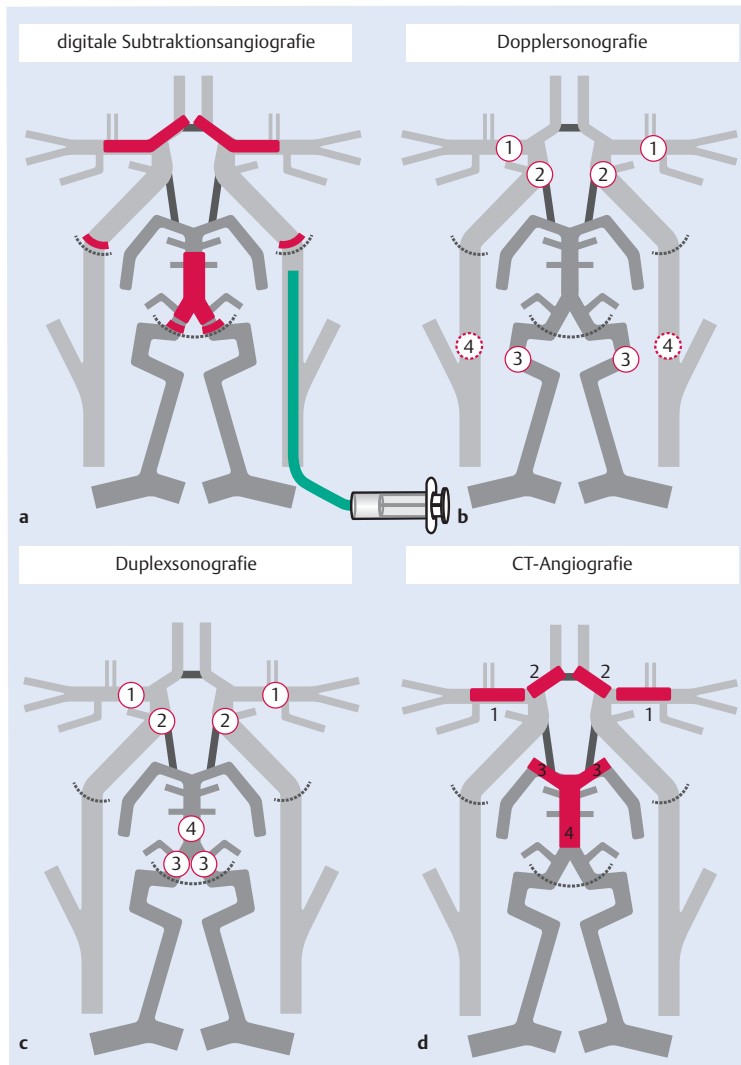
Nachweis des zerebralen Zirkulationsstillstands. a Digitale Subtraktionsangiografie. Positiv bei Stillstand des i. a. applizierten Kontrastmittels an der Hirnbasis (Striche) oder im Anfangsteil der großen Hirnarterien (Beginn rot gefüllt). Der kontrastmittelinjizierende Katheter muss in der Angiografie abgebildet sein. b Dopplersonografie. Positiv bei Darstellung typischer Flussprofile in den markierten Gefäßsegmenten. 1. M1-A. cerebri media beidseits; 2. intrakranielle A. carotis interna beidseits; 3. extrakranielle A. vertebralis beidseits sowie evtl. detektierbare weitere Hirnbasisarterien; 4. extrakranielle A. carotis interna, wenn die intrakranielle A. carotis interna nicht detektierbar ist. c Duplexsonografie. Positiv bei Darstellung typischer Flussprofile in den markierten Gefäßsegmenten. 1. M1-A. cerebri media beidseits; 2. intrakranielle A. carotis interna beidseits; 3. intrakranielle A. vertebralis beidseits transforaminal; 4. intrakranielle A. basilaris transforaminal sowie evtl. detektierbare weitere Hirnbasisarterien. d CT-Angiografie. Positiv bei fehlender Kontrastierung in folgenden Gefäßsegmenten (Beginn rot gefüllt): 1. intrakranielle M1-A. cerebri media beidseits; 2. intrakranielle A1-A. cerebri anterior beidseits; 3. intrakranielle P1-A. cerebri posterior beidseits, 4. intrakranielle A. basilaris. Lediglich eine geringe Kontrastierung der V4-A. vertebralis beidseits, der A. inferiores posteriores cerebelli (PICA) oder der intrakraniellen A. carotis interna ist gemäß Richtlinie zulässig.
